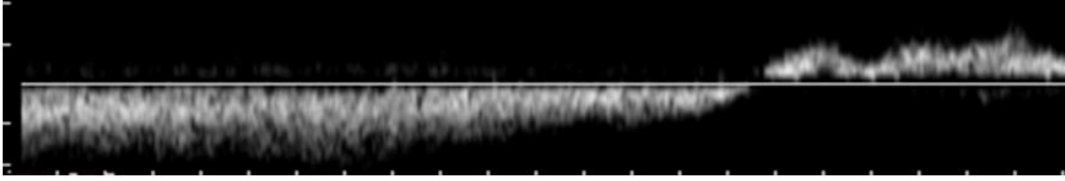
Normal solunum sırasında izlenen femoral ven Doppler traseleri
